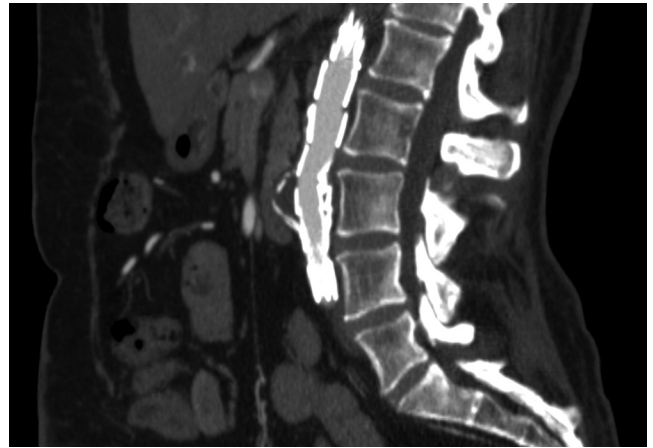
Angio-TC pós-operatória mostrando a exclusão do falso aneurisma.
